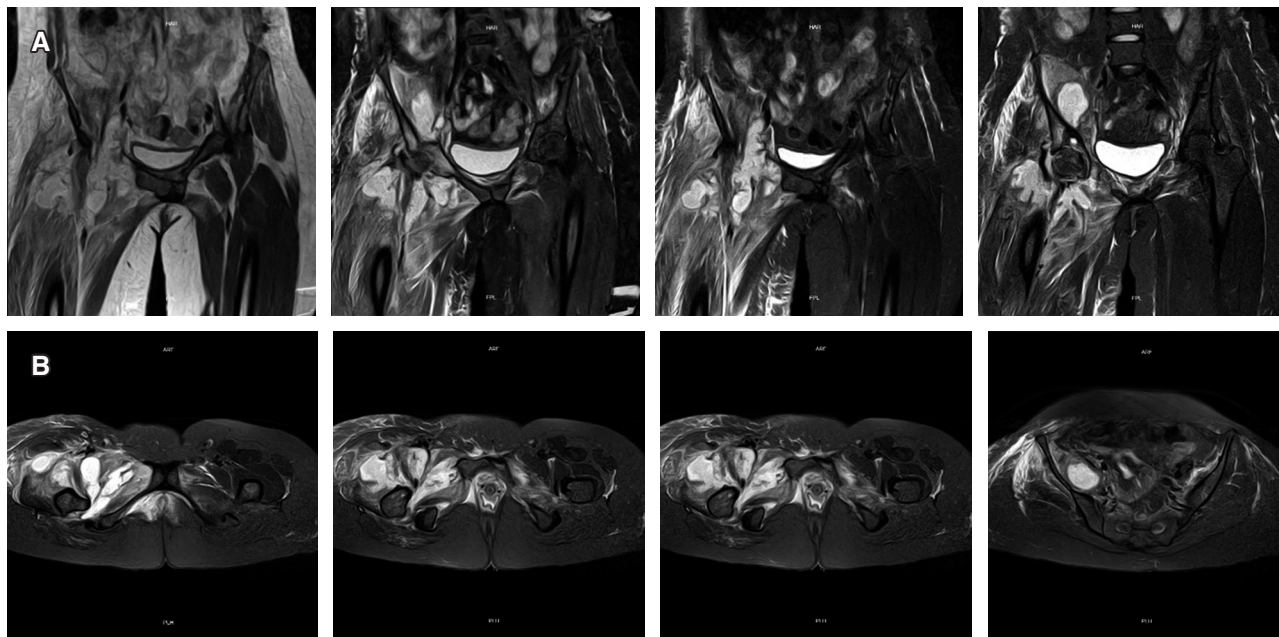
Resonancia magnética. A) corte coronal y B) axial, ponderada T2. Se observa imagen hiperintensa alrededor de la cadera derecha, incremento de intensidad de músculos adyacentes y tejido óseo.
